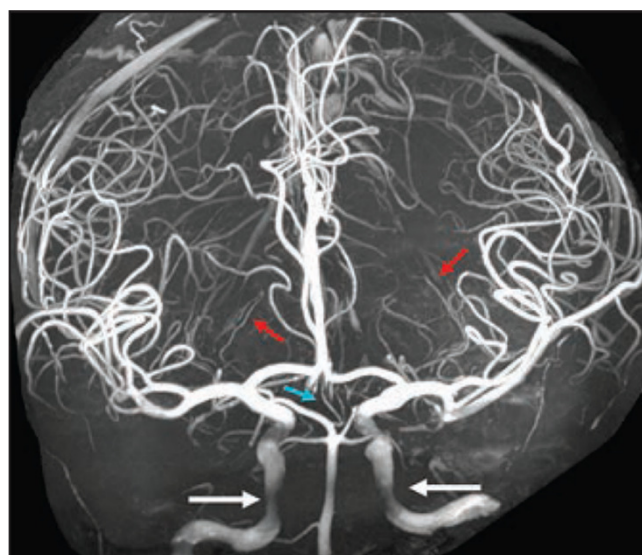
Визуализация внутричерепных артерий 38-летнего здорового мужчины при МРТ головного мозга с магнитной индукцией 7 Тесла. Трёхмерное изображение в проекции с максимальной интенсивностью, полученное при TOF MRA (толщина среза 0,25 мм; матрица 640×500; поле зрения 180 мм; размер воксела 0,1×0,1×0,3 мм; TR/TE 26/7) демонстрирует отличную детализацию внутричерепных артерий. Артерия Першерона (бирюзовая стрелка) отходит от сегмента P1 правой задней мозговой артерии и рано разделяется на правую и левую таламические перфоранты. Медиальную и латеральную лентикулостриарные артерии (красные стрелки) можно проследить до более тонких дистальных ветвей в базальных ганглиях (адаптировано из работы [78])
